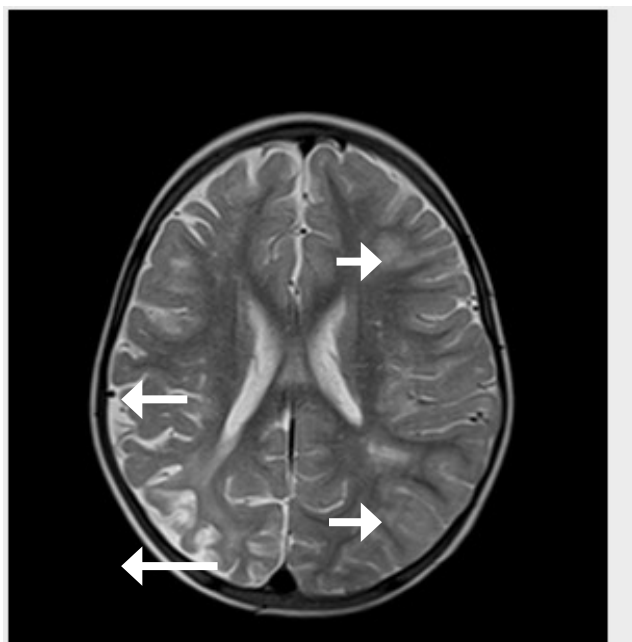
Imagem de RMN-CE, revelando áreas de enfarte isquémico agudo no hemisfério cerebral esquerdo, cortico-subcorticais, e alargamento focal de sulcos a nível parietal direito, compatível com lesão isquémica antiga (ilustrado através de setas).
